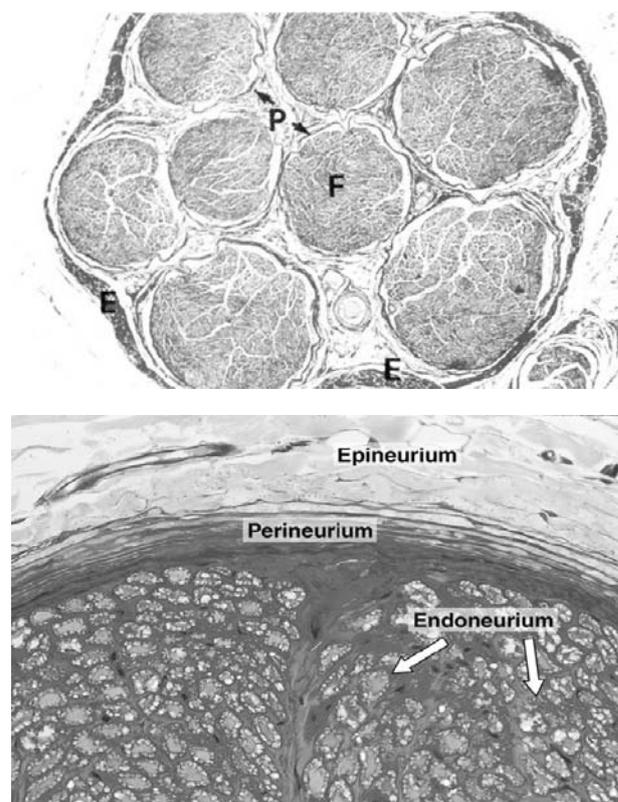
Anatomie du nerf périphérique. Les fibres nerveuses sont regroupées en des fascicules (F). Le tissu de soutien est constitué de l'épînèvre (E) en périphérie, du périnèvre (P) entre les fascicules et de l'endoneurium entre les fibres. En échographie l'épînèvre est hyperéchogène par rapport aux fascicules hypoéchogènes.
